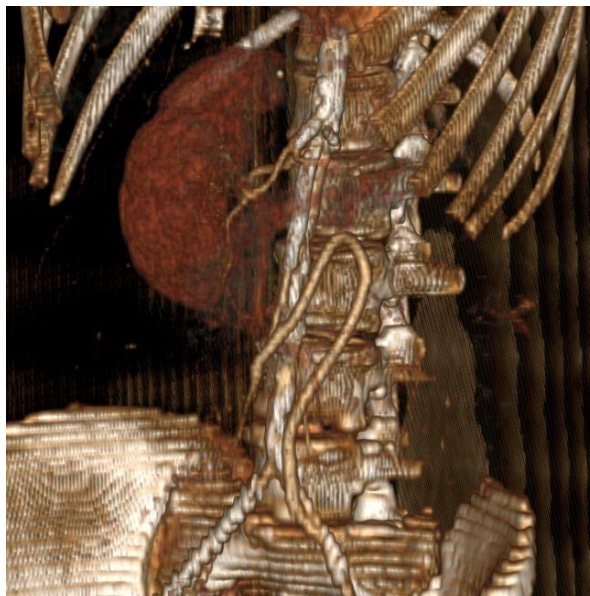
МСКТ-ангиография после открытой реваскуляризации
